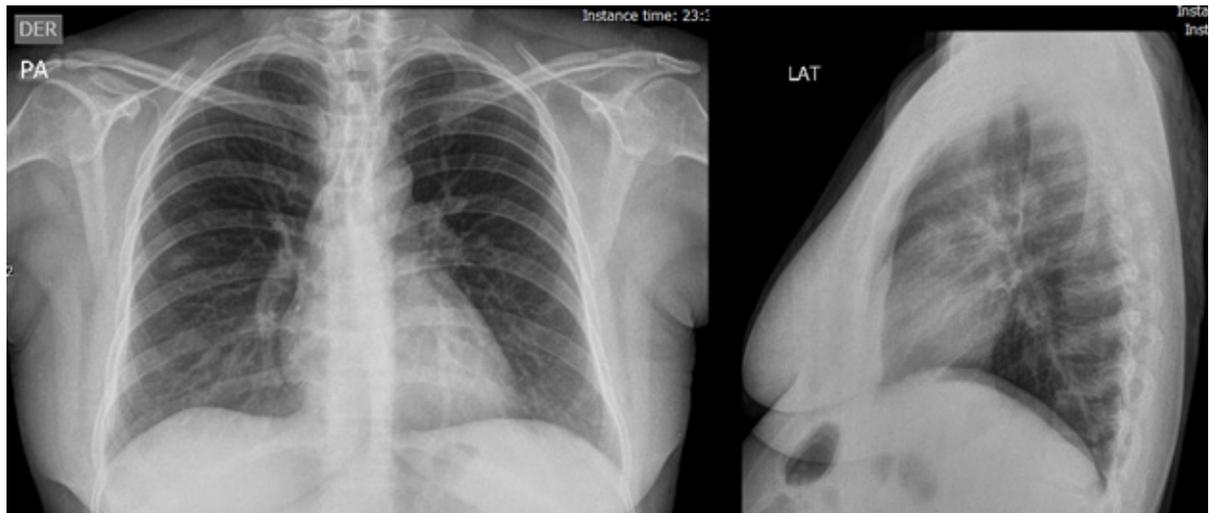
Radiografía de tórax normal.
